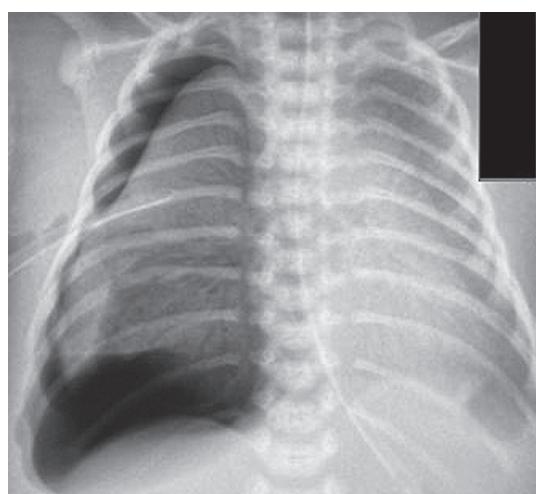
Chest X-ray of newborn after surfactant administration
